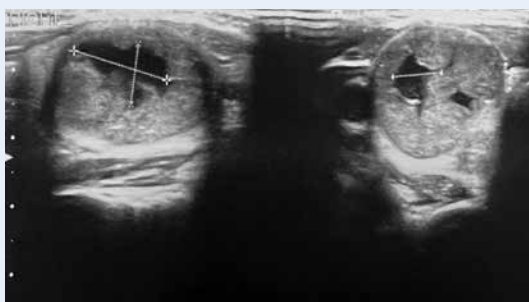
УЗИ правой доли щитовидной железы. Продольное и поперечное сканирование
